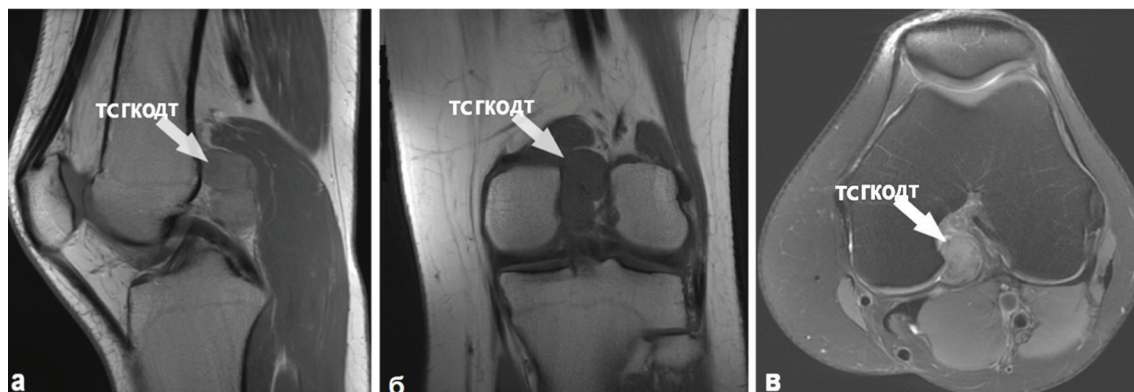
МРТ-контроль коленного сустава до операции.
